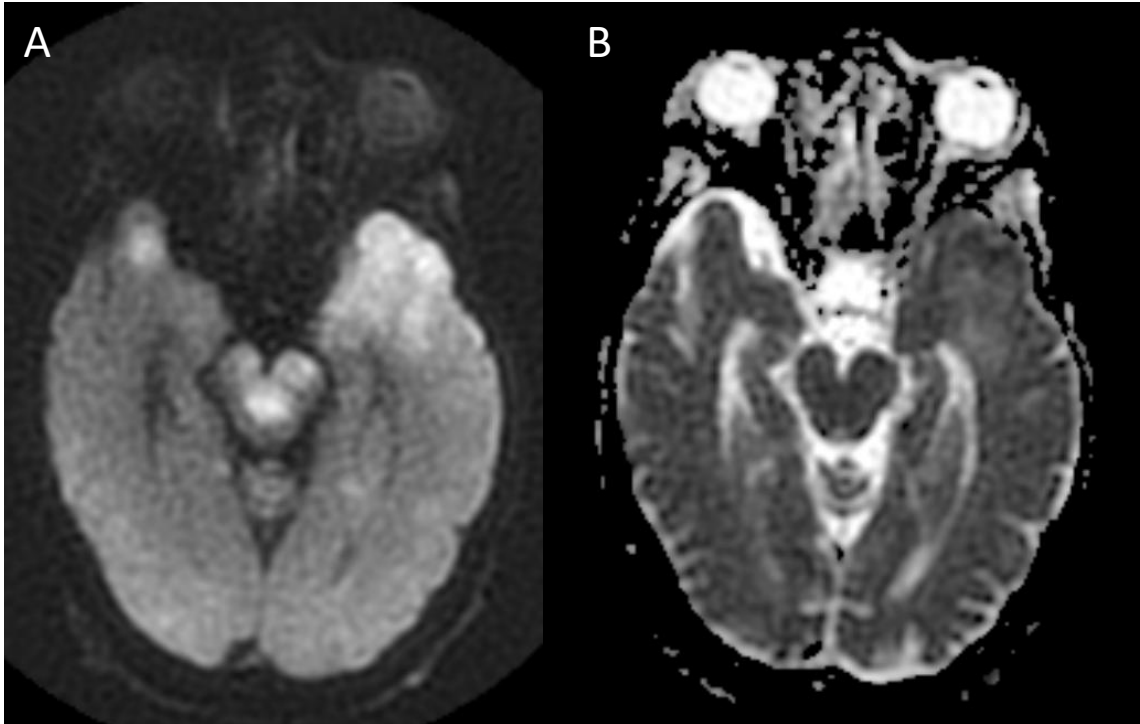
(imágenes cedidas por HCUVA). Cortes axiales en secuencia DWI (A) y ADC (B). Se observa restricción a nivel temporal bilateral y en el mesencéfalo.
